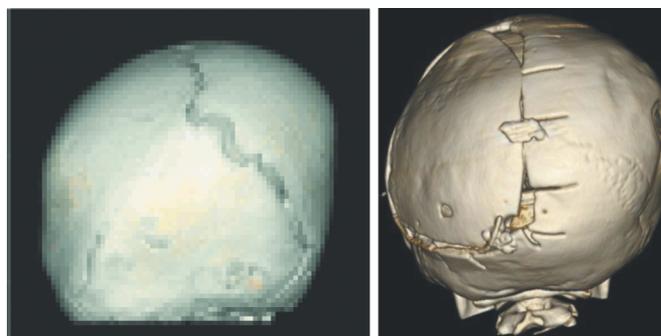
Ребенок Р., 9 мес. МСКТ одностороннего лямбдовидного КС до операции и послеоперационный контроль.
